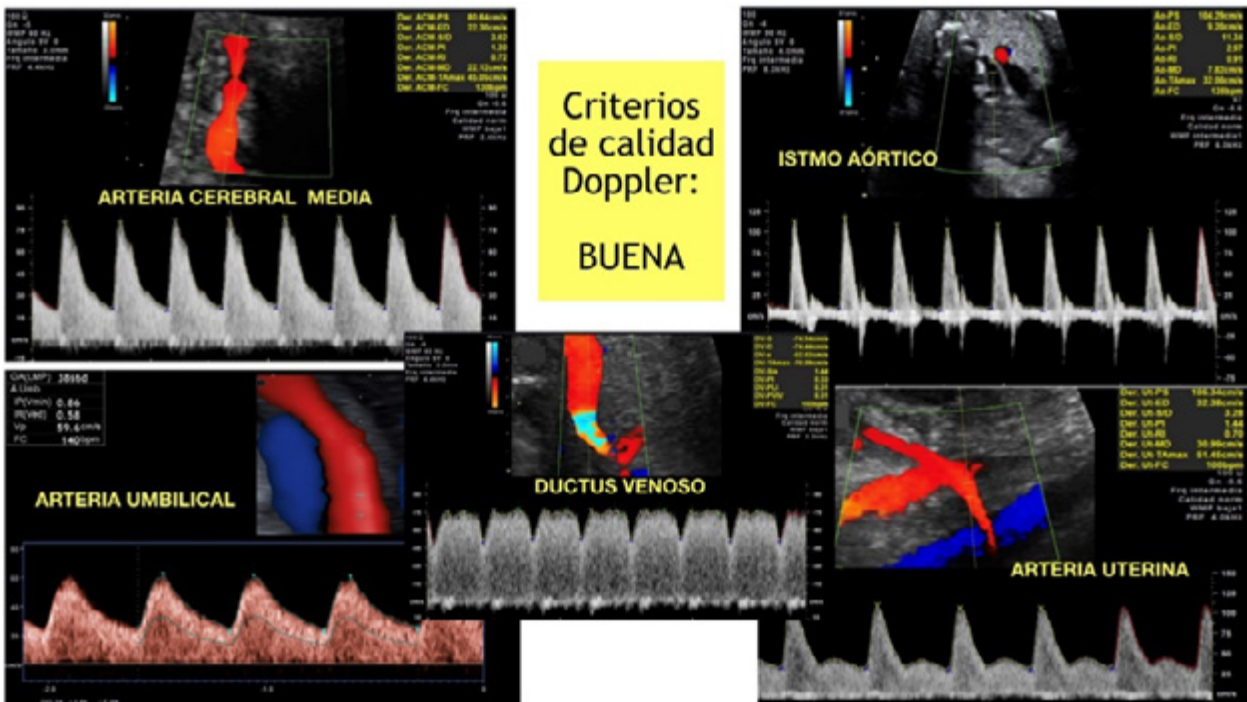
Evaluaciones Doppler como referente de buena calidad de evaluación. Imágenes propias con los criterios modificados por el autor, a partir de Ruiz-Martinez⁵
